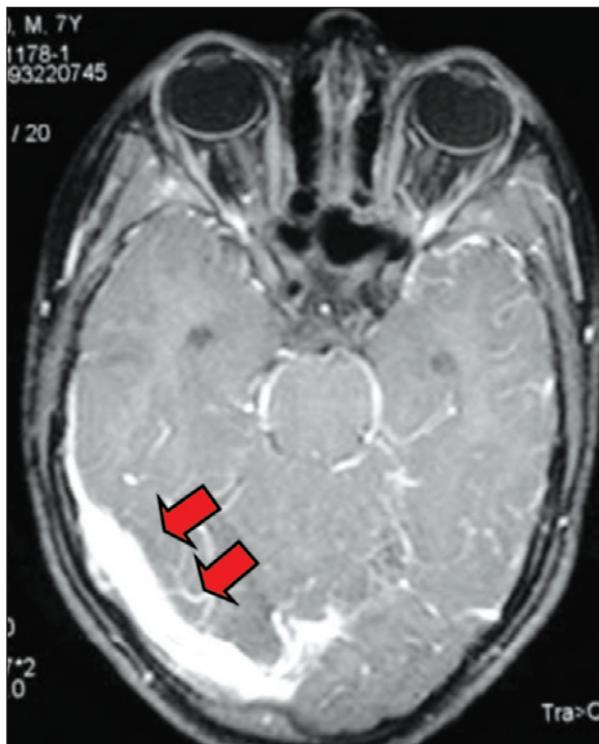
Tomografia computadorizada de crânio de um paciente de 7 anos de idade após acidente vascular cerebral (setas).
